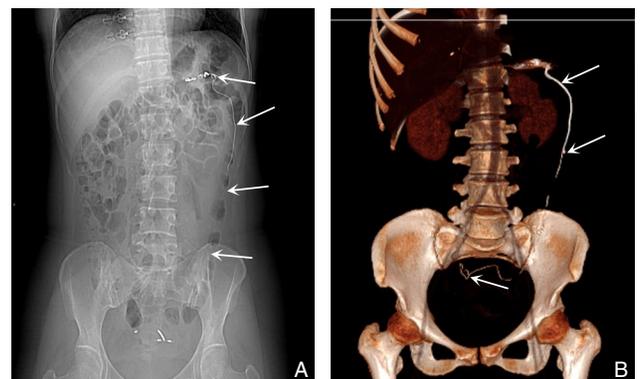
患者第2次就诊影像资料 A: 腹盆部CT平扫定位相 (箭头所示); B: 腹盆部CT平扫容积再现后处理图像 (箭头所示)
